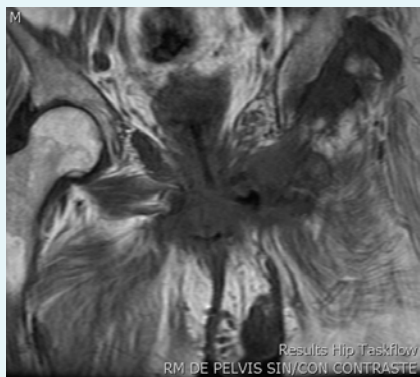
RM corte coronal: trayecto fistuloso de isquión I a piel
